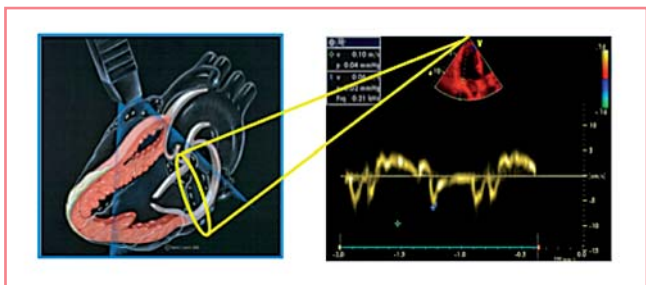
Acquisizione dei parametri di funzione diastolica attraverso lo studio del doppler tissutale a livello dell'anulus mitralico
